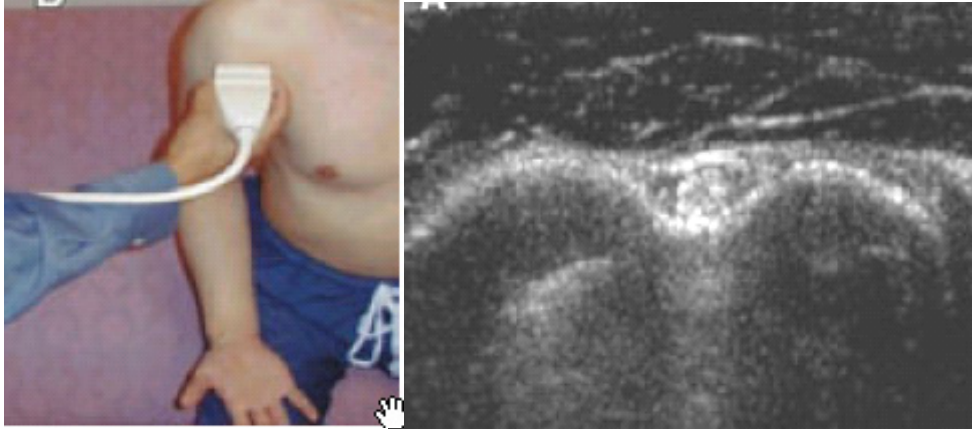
y 2 Técnica ultrasonográfica e imagen ultrasonográfica del tendón del bíceps en corte transversal.
